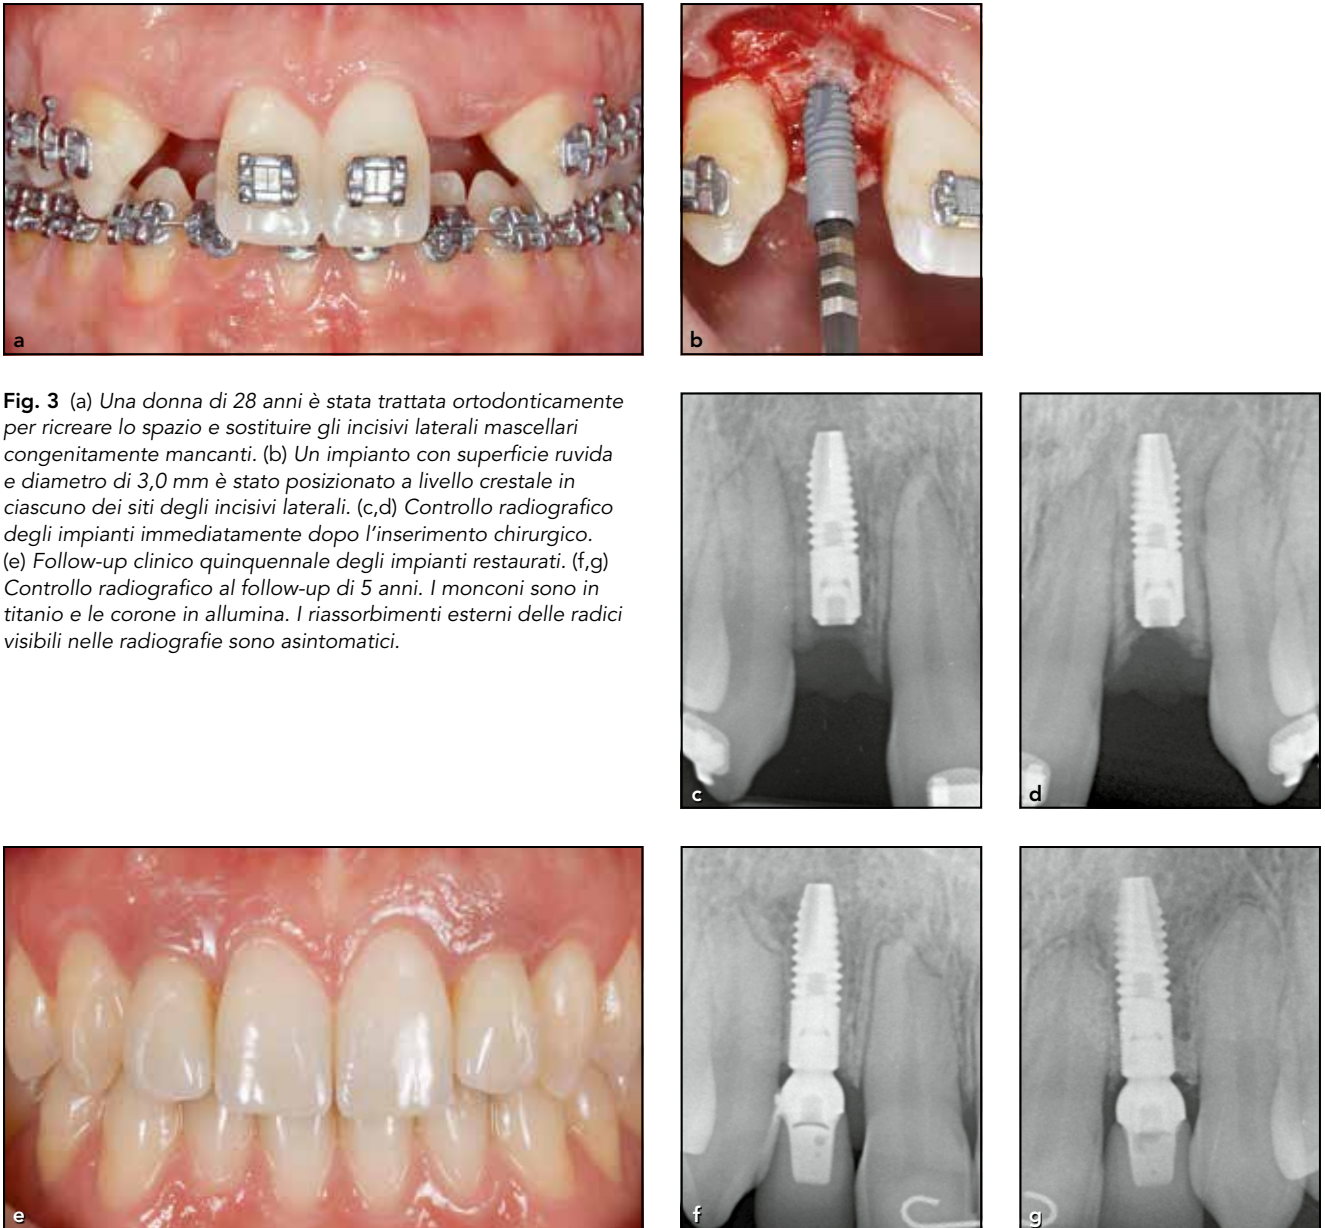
(a) Una donna di 28 anni è stata trattata ortodonticamente per ricreare lo spazio e sostituire gli incisivi laterali mascellari congenitamente mancanti. (b) Un impianto con superficie ruvida e diametro di 3,0 mm è stato posizionato a livello crestale in ciascuno dei siti degli incisivi laterali. (c,d) Controllo radiografico degli impianti immediatamente dopo l'inserimento chirurgico. (e) Follow-up clinico quinquennale degli impianti restaurati. (f,g) Controllo radiografico al follow-up di 5 anni. I monconi sono in titanio e le corone in allumina. I riassorbimenti esterni delle radici visibili nelle radiografie sono asintomatici.
